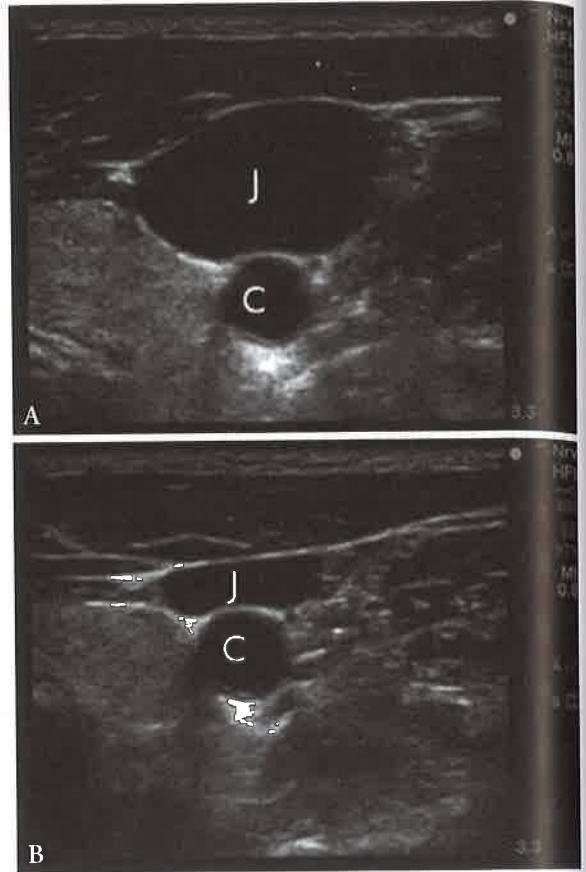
Imagem habitual diferenciando veia e artéria em corte transversal, exame antes (A) e após compressão manual com transdutor (B). J = jugular; C = carótida. Imagem disponível em <http://oba.mikhaels.org/currentconcepts/ultrasound>.
